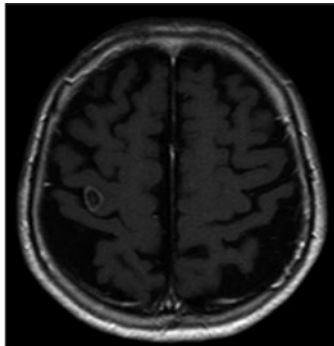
入院時頭部造影MRI検査。右大脳半球に脳転移を疑う結節を認める。
